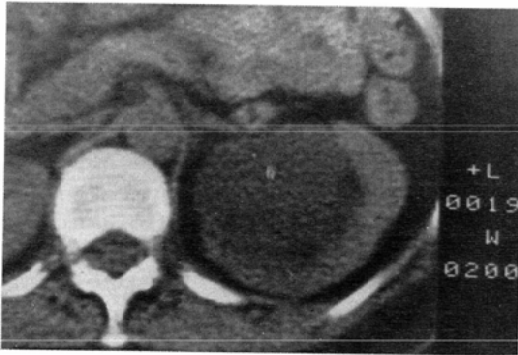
Case F. Polycystic kidney. H.K. a 45-year-old woman with hematuria. CT image Multiple cysts are seen between the opacified renal parenchyma.
